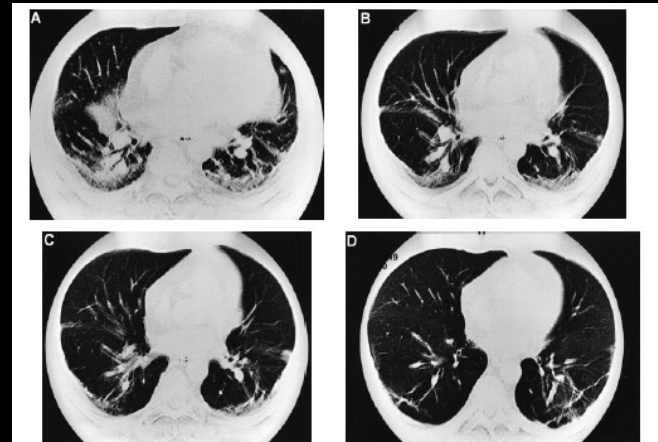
CT scans during the VC manoeuvre. A=At start of VC manoeuvre; B=1 s after the start of the VC manoeuvre; C=1.5 s after the start of the VC manoeuvre; and D=3.5 s after the start of the VC manoeuvre.
